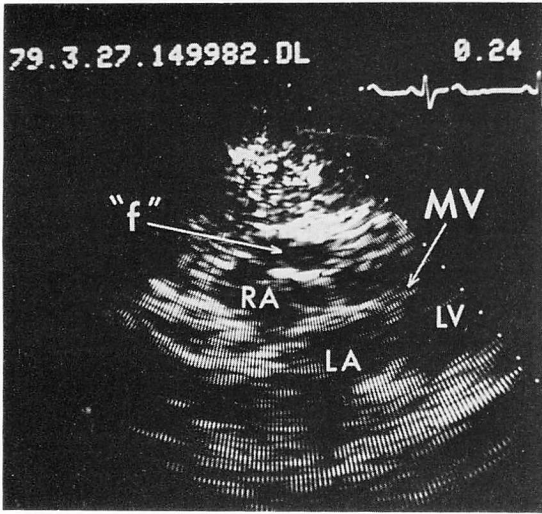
Frontal two-dimensional echocardiogram, plane F_4 , from the same patient as in Fig. 10.
